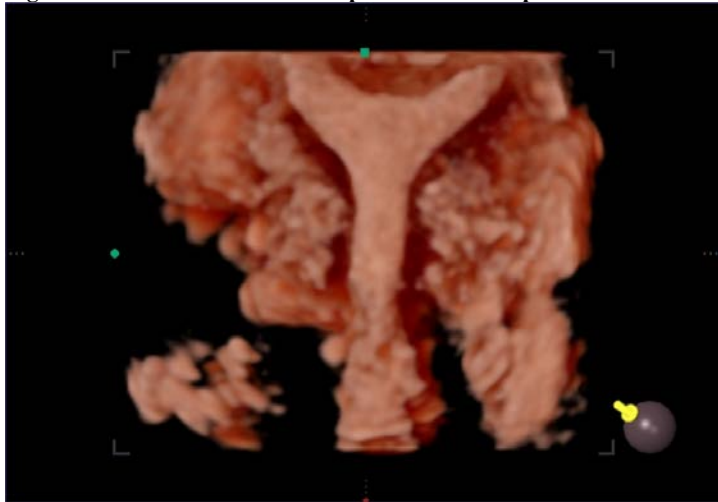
3D-TV USG images of Y-shaped uterus
